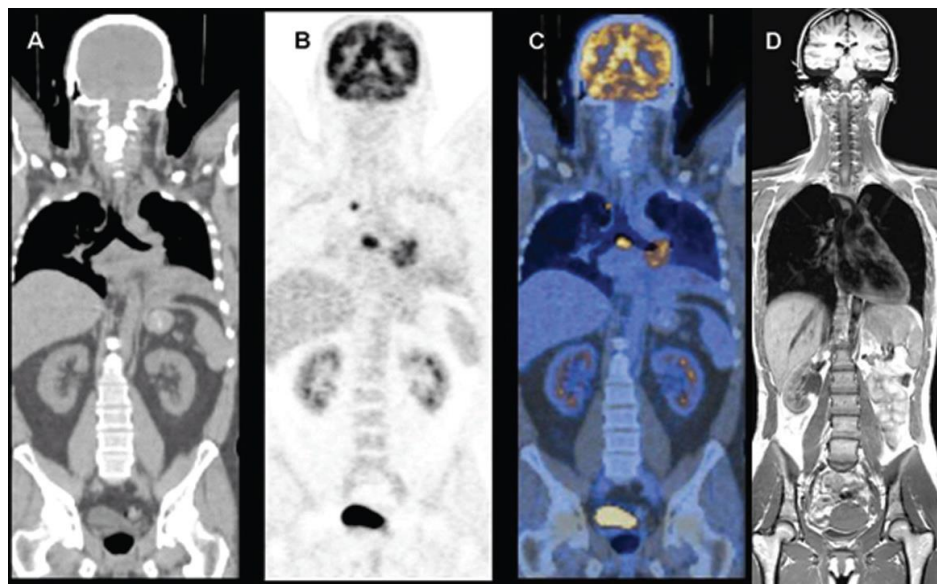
1: Corte coronal de una TC (A), PET (B), CT-PET (C) y RM (D). Extraída de Radioterapia Oncológica. Enfoque multidisciplinario de Urdaneta y otros. 2009.
